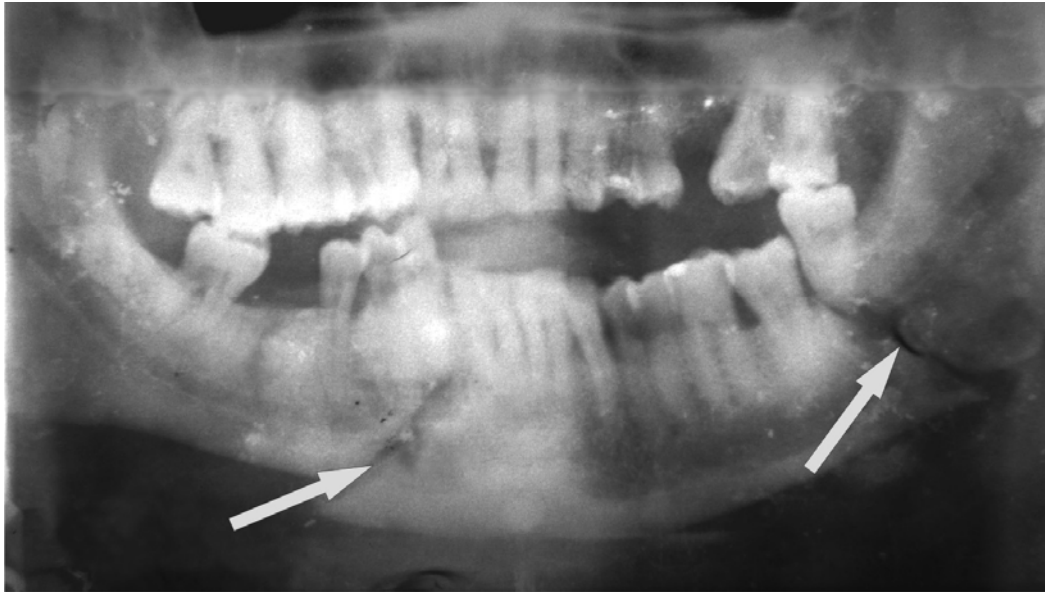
Рентгенограма хворого Н., 41 рік. Діагноз: Двобічний перелом нижньої щелепи в ділянці 43, 44 зубів та в ділянці кута щелепи ліворуч. До лікування. Відзначається зміщення центрального фрагменту донизу до 10 мм
